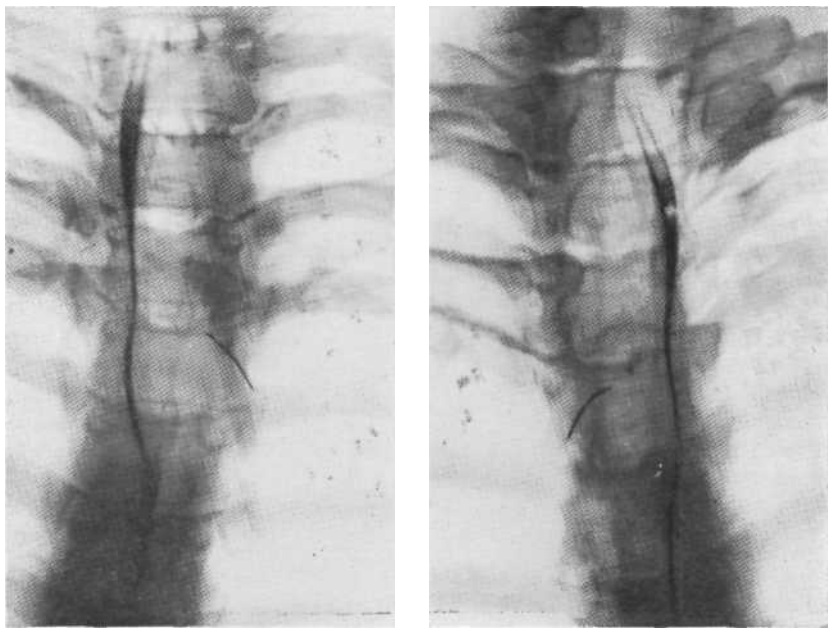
Рентгенограммы с контрастированным пищеводом. Фрагмент проволоки.
